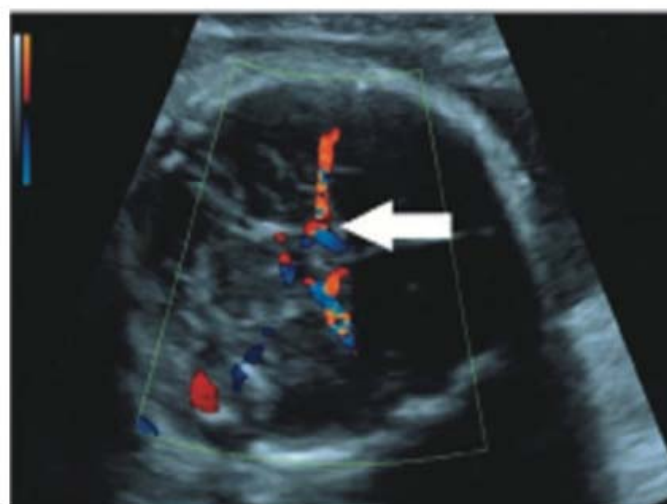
■ Doppler colorido da artéria cerebral média (ACM) fetal. A seta indica o local correto da janela do Doppler pulsátil. (Adaptada de Moise, 2008 – *op. cit.*)
